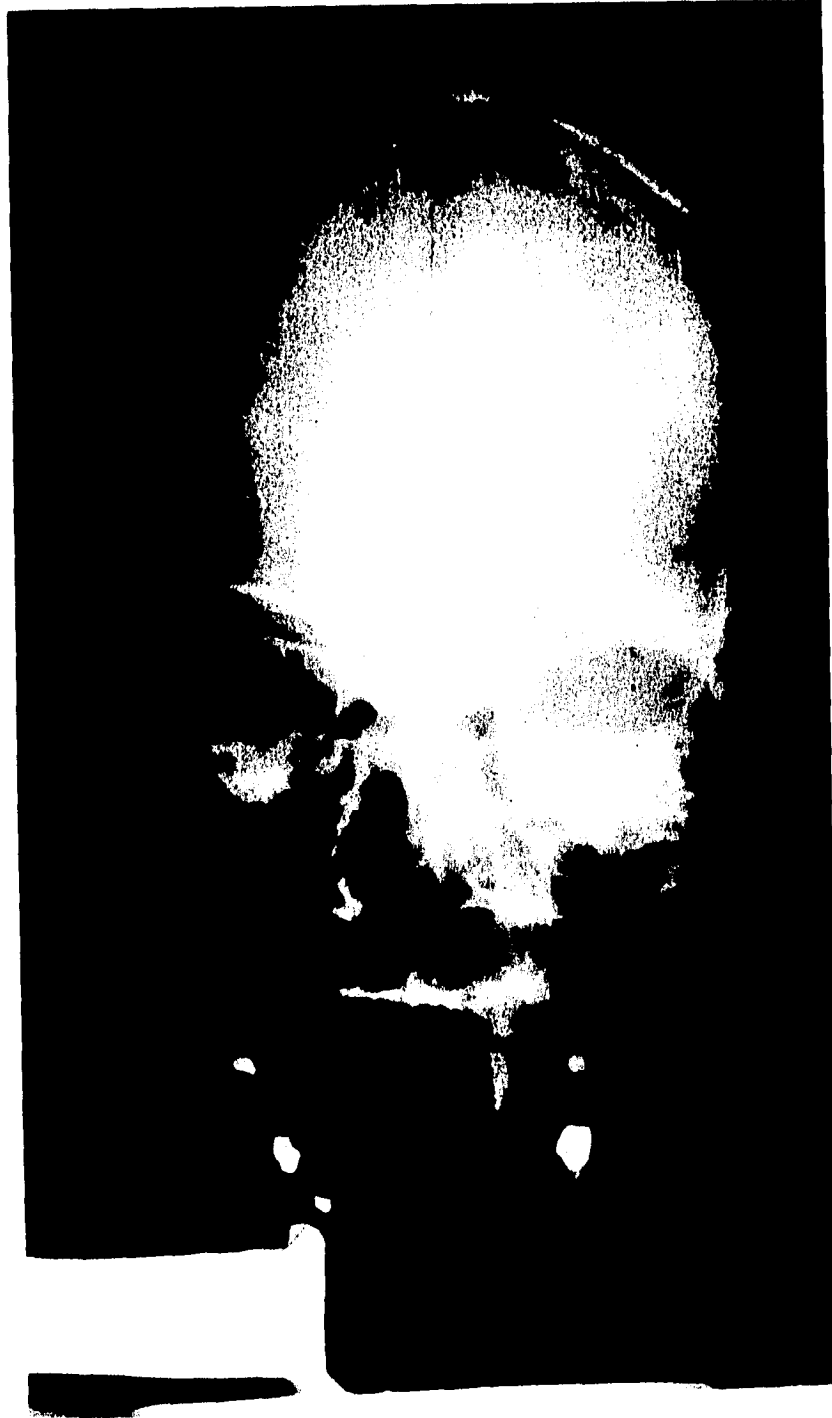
Radiografía simple de cráneo en AP, demostrando ocupación del seno maxilar del lado izquierdo y de los senos etmoidales, por material opaco, sugerente de secreción purulenta.
